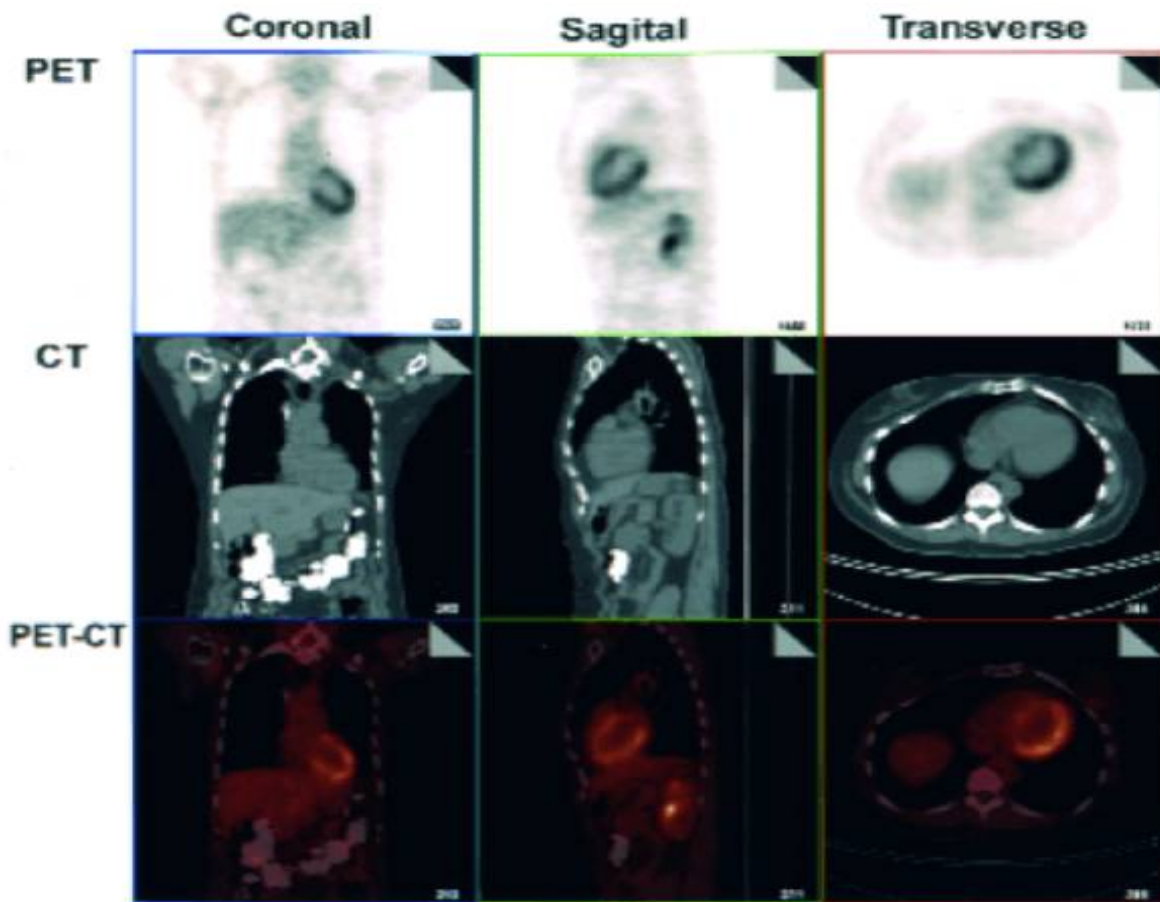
Exemple d'un PET-CT normal illustrant l'affichage des images des deux modalités séparément et les images obtenues par fusion des deux modalités(48).
